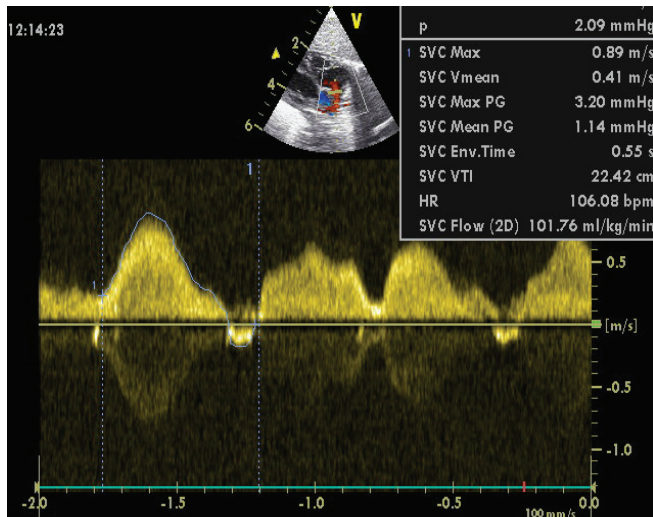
Análisis espectral de la onda de velocidad de flujo a través de la VCS. Localizamos el volumen de muestra del Doppler a nivel de la unión de la VCS y la AD. La primera onda positiva corresponde a la sístole ventricular; cuando la válvula tricúspide está cerrada. La segunda onda positiva coincide con el llenado pasivo del ventrículo derecho durante la diástole ventricular. Durante la contracción auricular se produce en la VCS un breve periodo de flujo retrógrado que produce la última onda negativa. El FVCS en este caso es 101 cc/kg/min. Obsérvese el pleomorfismo de las ondas.
